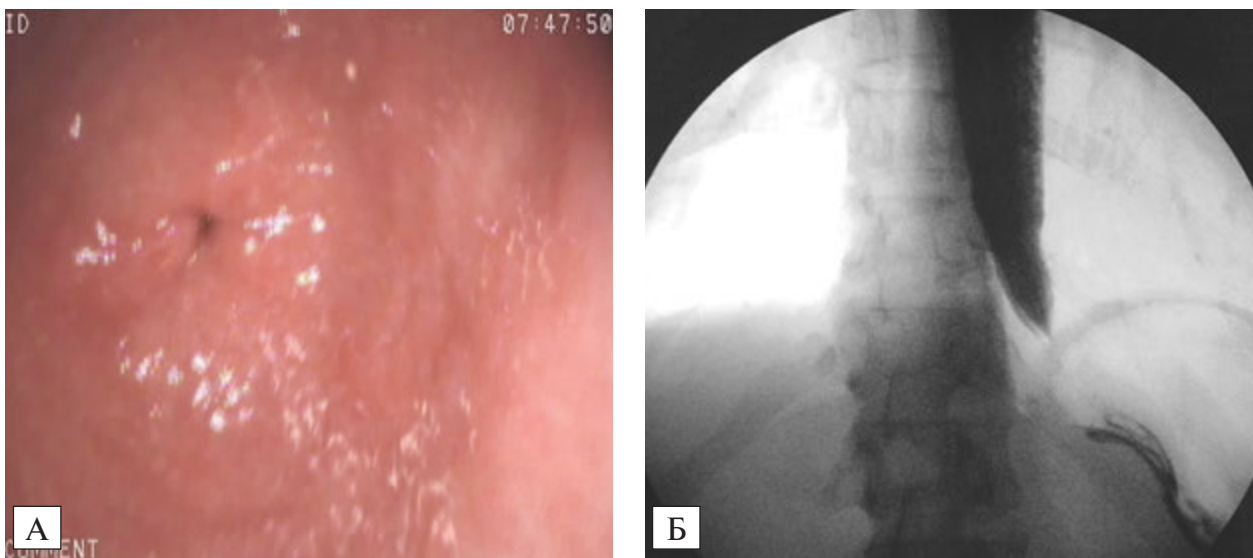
Ахалазия кардии 1-й стадии: А — эндоскопическая оценка слизистой оболочки пищевода; Б — рентгенографическая оценка пассажа контраста по пищеводу
